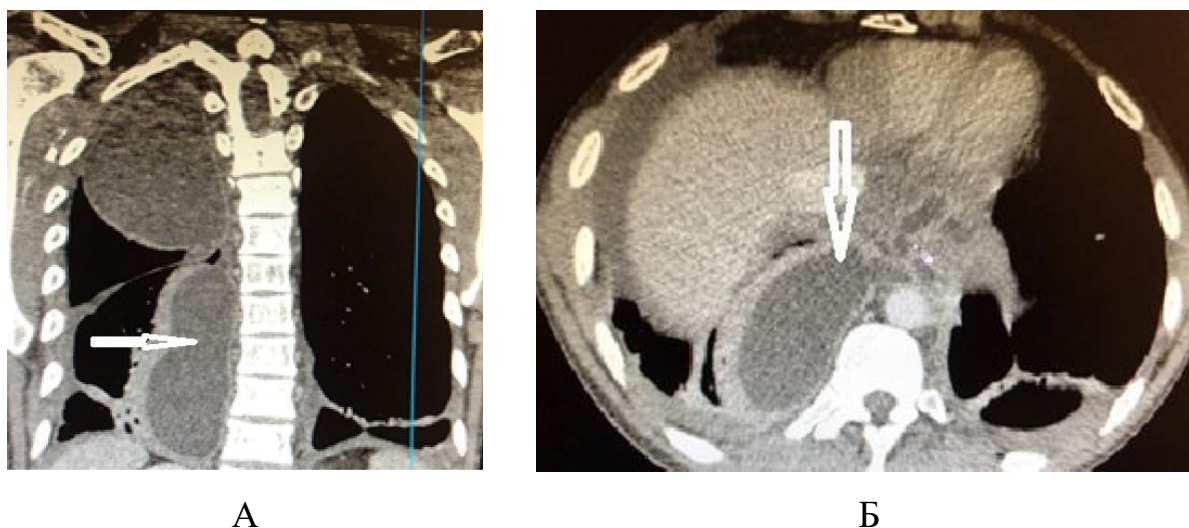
Пациент П. Компьютерная томография органов грудной клетки: А, Б – стрелками указано отграниченные жидкостные скопления в правой плевральной полости (эмпиема).
